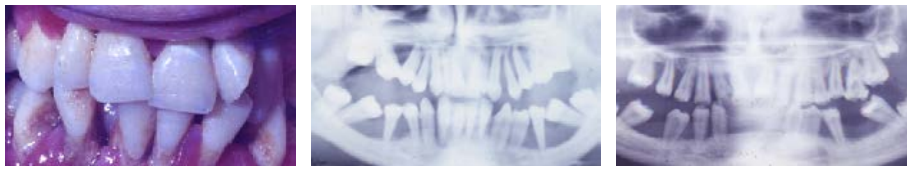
Состояние пародонта и ортопантомограммы челюстей при циклической нейтропении
